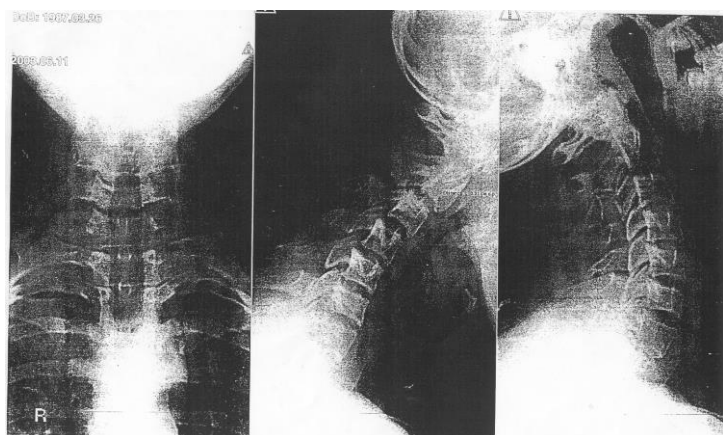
Хворий 3., 16 років. Рентгеноспондилограма у трьох проекціях (пряма фронтальна проекція, функціональні проби у бокових проекціях – нахил допереду, дозаду). Дегенеративні зміни ШВХ: остеохондроз С3-4-5, нестабільність при *anteflexio* ХРС С2-3-4. Деформуючий спондиліоз.
